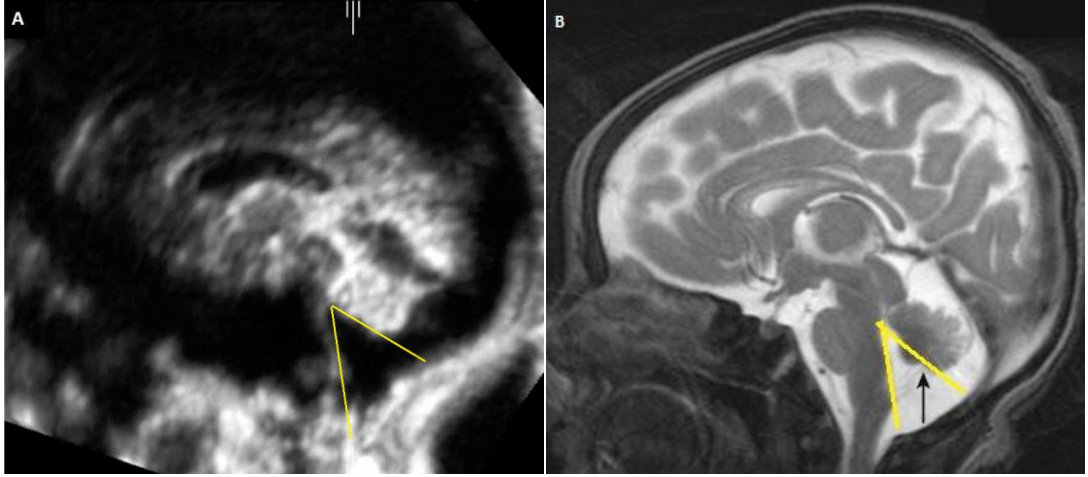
Dandy Walker malformasyonunun ultrasonografik ve MRG görünümüleri;
